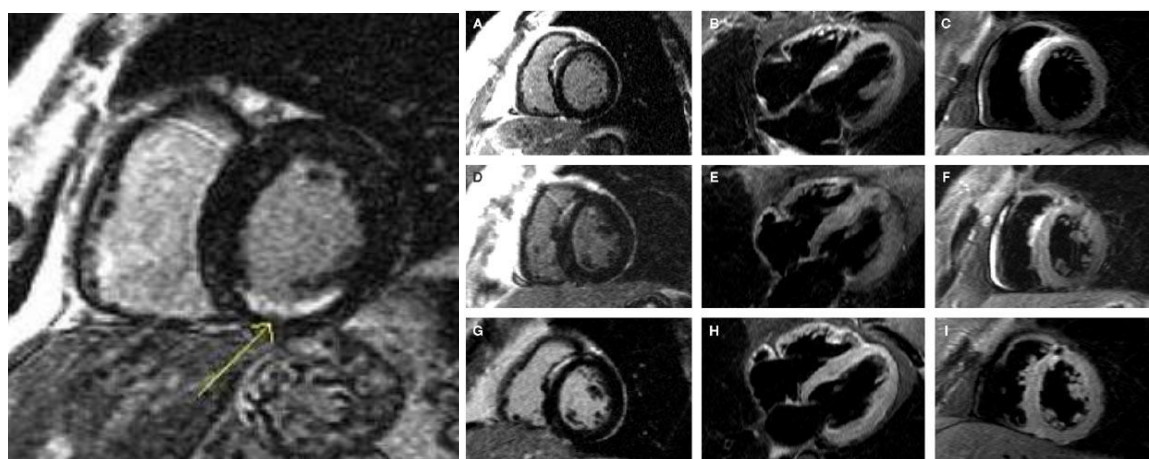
МРТ – изображения сердца: стрелка справа указывает на субэндокардиальный инфаркт по нижней стенке левого желудочка
